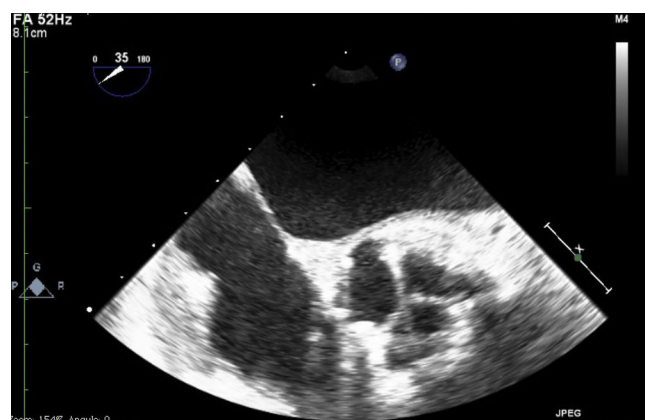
Imagen ecocardiografica con corte transversal de la prótesis en diástole.
